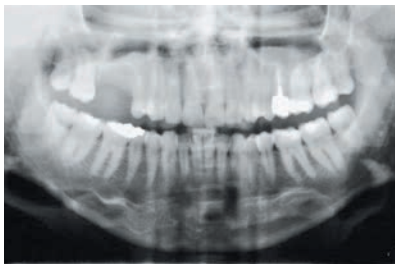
Radiografia panorâmica pré-operatória mostrando ausência dos elementos 15 e 16.
